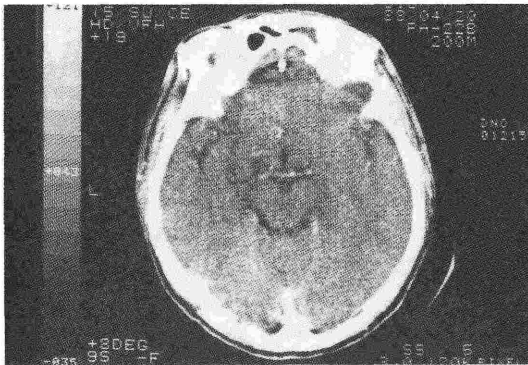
術直後の頭部 CT では異常所見を認めない。
